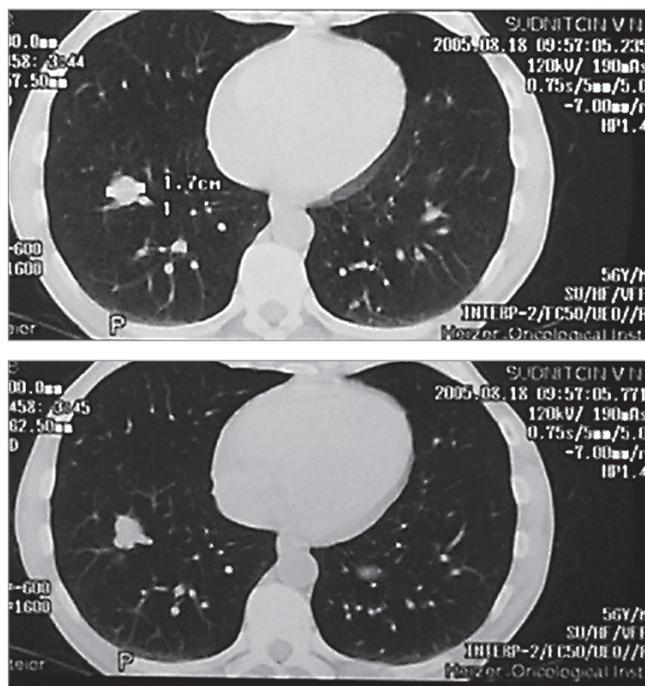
Множественные метастазы рака почки в легких. Компьютерная томография
